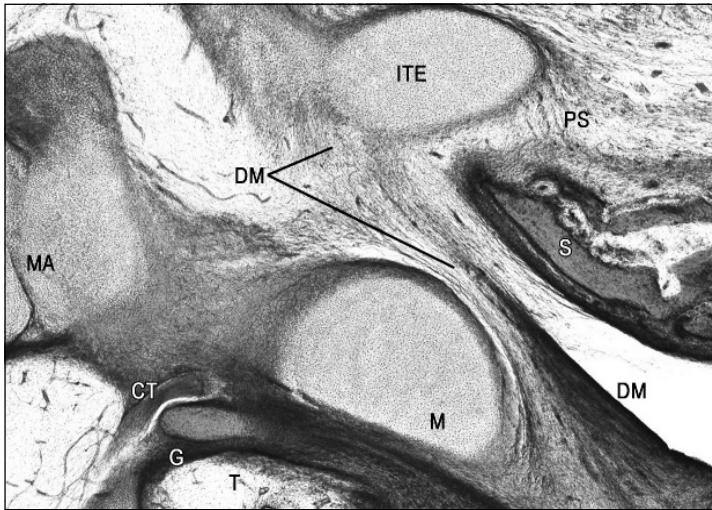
Morfogénesis. Sección sagital de un feto humano de 13 semanas de desarrollo. Crecimiento caudal del tegmen tympani para formar la prolongación inferior (ITE), donde se fija una parte del ligamento discomaleolar (DM). Fisura petroescamosa (PS). Nervio cuerda del tímpano (CT). Hueso goniale (G). Cartílago de Meckel (M). Martillo (MA). Hueso timpánico (T).
